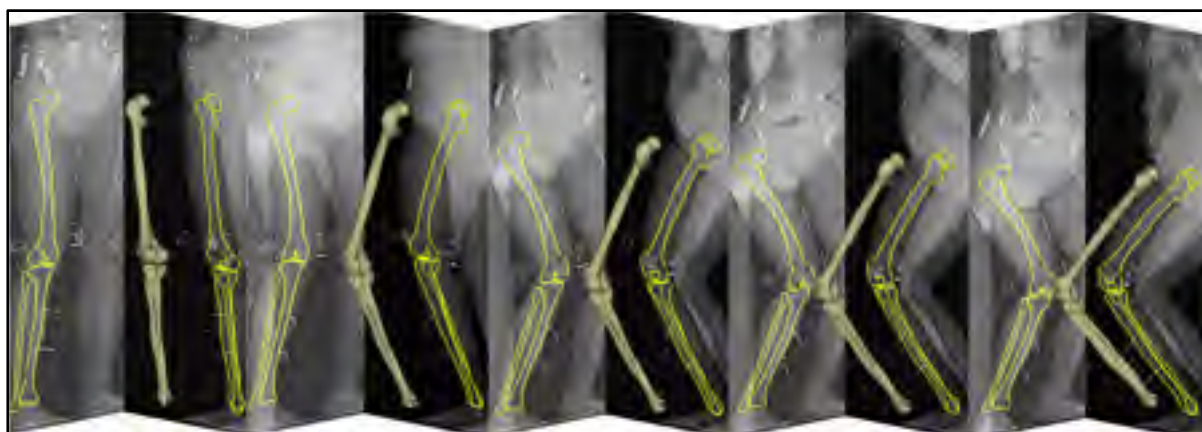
Représentation des modèles 3D et des segmentations 2D des os sur les cinq radiographies acquises par le système EOS® au cours d'un accroupissement quasi-statique
